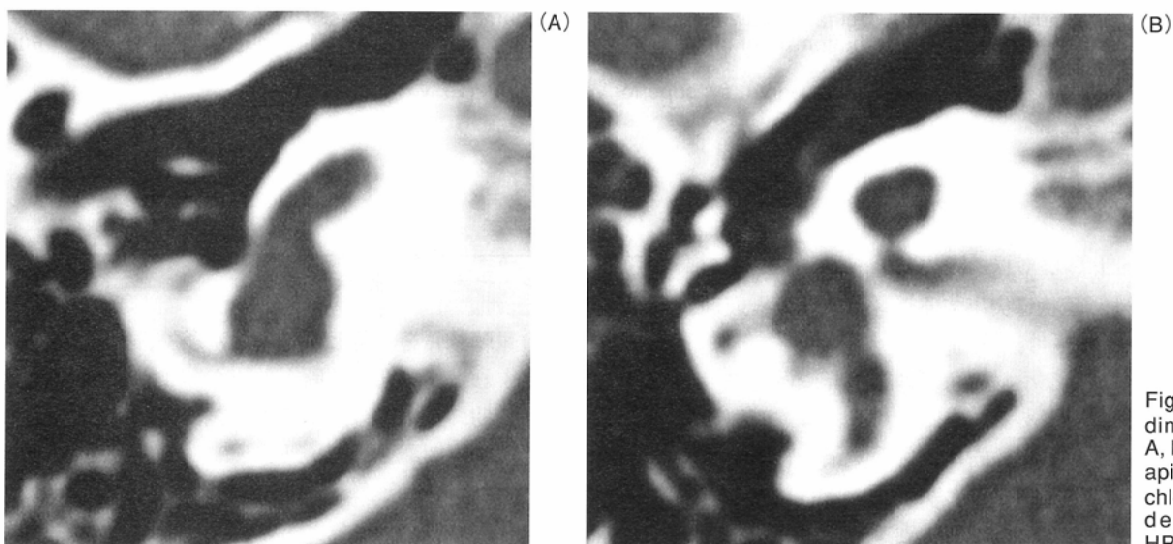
Severe Mondini's malformation. A, B: The second and apical turn of the cochlea can't be clearly demonstrated on HRCT.
